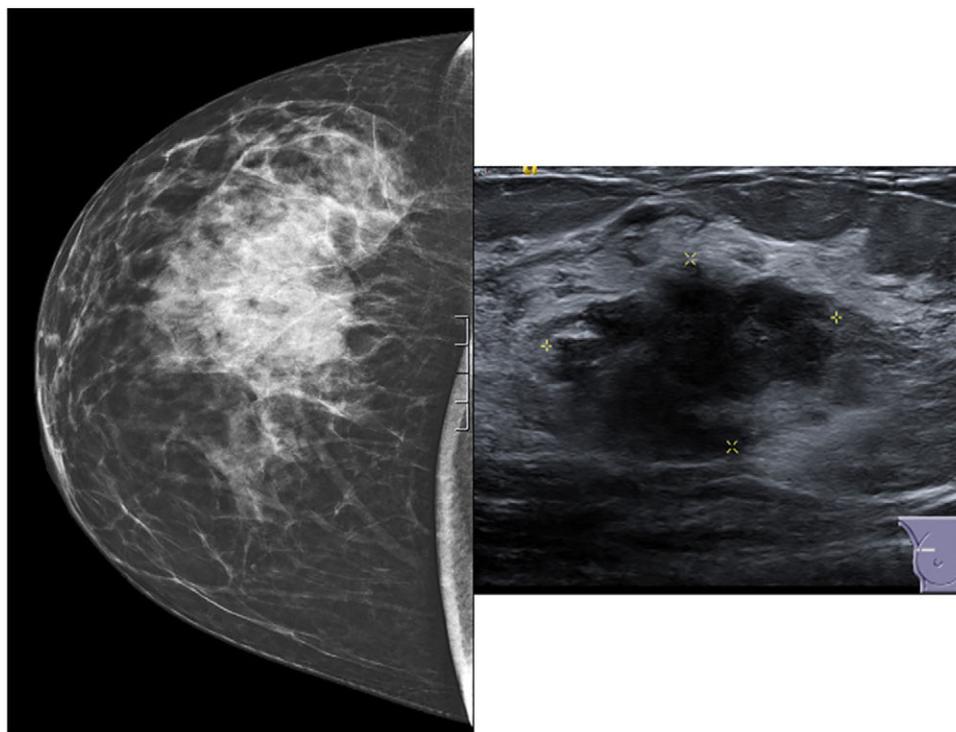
Mamografía que muestra masa en cuadrante superoexterno de mama derecha. A la derecha ecografía que muestra la lesión categorizada como BIRADS IVb.
